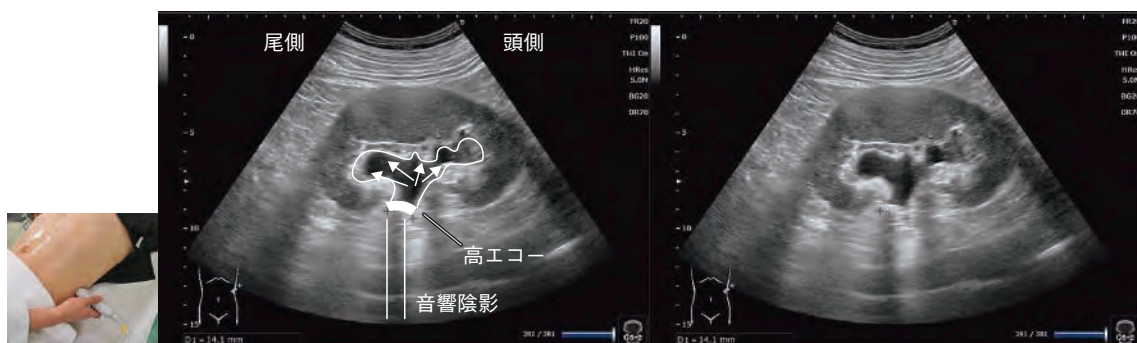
尿路結石ケース 1 (左水腎症 腎盂尿管移行部に高エコー)
